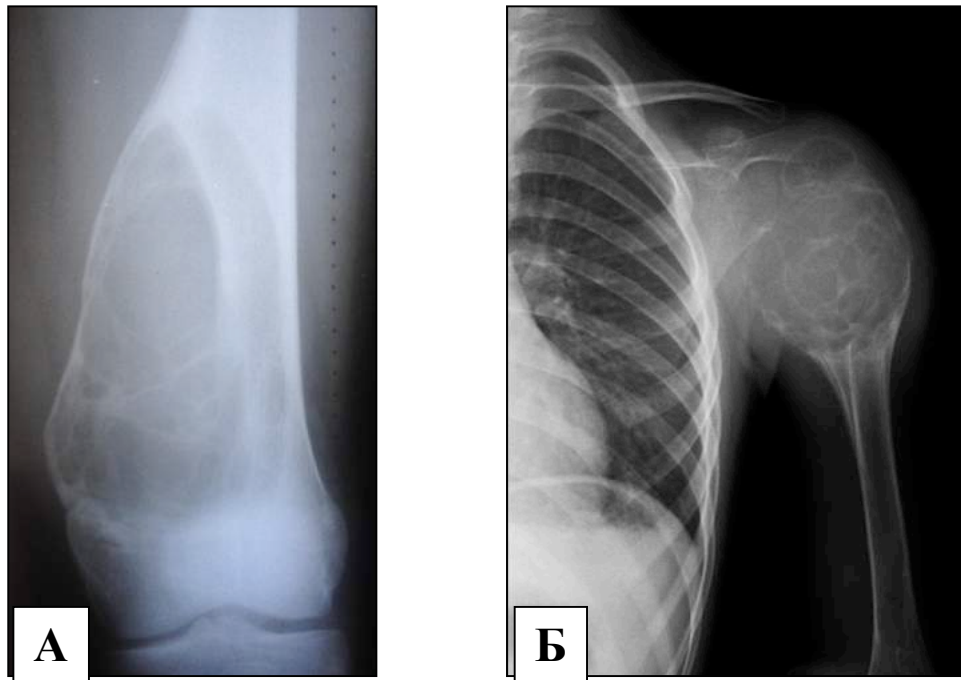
Рентгенограммы пациентов с АКК (классический кистозный вариант). А. В метафизе бедренной кости хорошо ограниченный литический септированный очаг. Опухоль распространяется за нормальные анатомические границы бедренной кости. Б. Хорошо ограниченная септированная опухоль проксимального эпифиза и метафиза левой плечевой кости.
